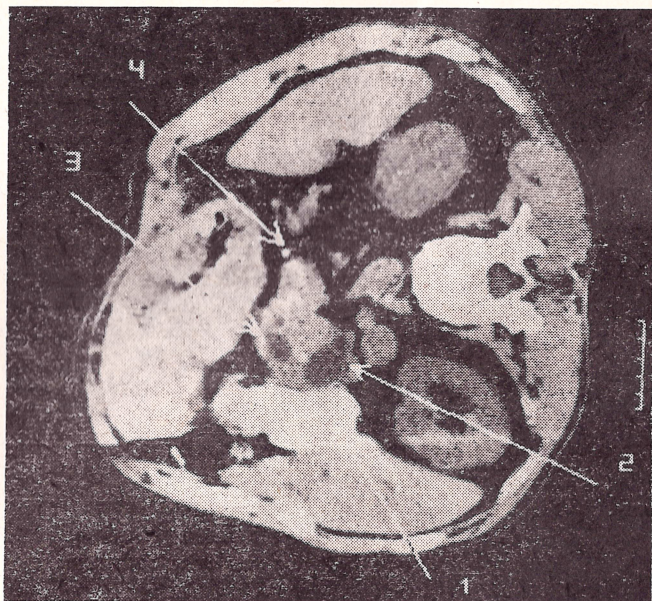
КТ. Хронический панкреатит (исследование больного на правом боку):
